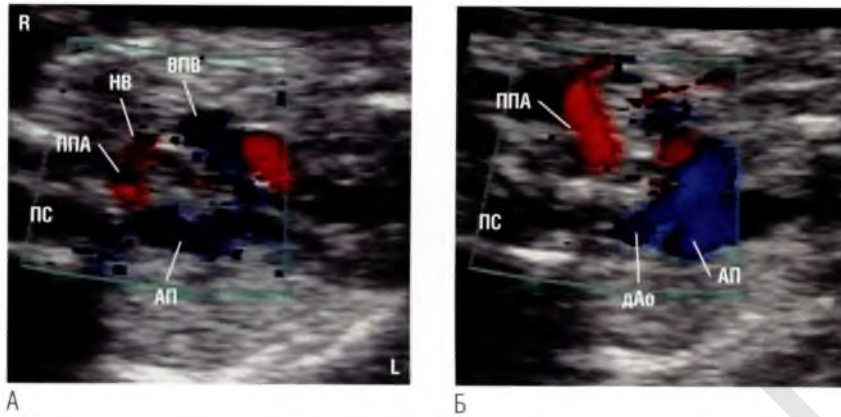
(А, Б) Аберрантная правая подключичная артерия (ППА) отходит от нисходящего отдела аорты (нАо). При ЦДК кровотока видно, что правая подключичная артерия идет вправо в краниальном направлении к правой верхней конечности. Эта артерия располагается позади трахеи (Т) ниже уровня дуги аорты (дАо) на уровне устья артериального протока (АП). В норме правая подключичная артерия отходит выше уровня дуги аорты (см. рис. 4.42Б, Г, Е, З). Обратите внимание на непарную вену (НВ), восходящую к верхней полой вене (ВПВ). Непарную вену легко определить по характерному венозному потоку при импульсно-волновой доплерэхокардиографии. (В) Серия из пяти параллельных томографических ультразвуковых срезов. Показаны уровни четырехкамерной позиции ③, устья аорты (Ао) ④, легочного ствола ③, артериального протока ②, дуги аорты ①. На срезах ② и ③ определяется аберрантная правая подключичная артерия. Обратите внимание, что правая подключичная артерия отходит ниже уровня дуги аорты на 6,6 мм (типичное отхождение — значительно выше уровня дуги аорты) и направляется кверху и вправо к верхней конечности. ▶
